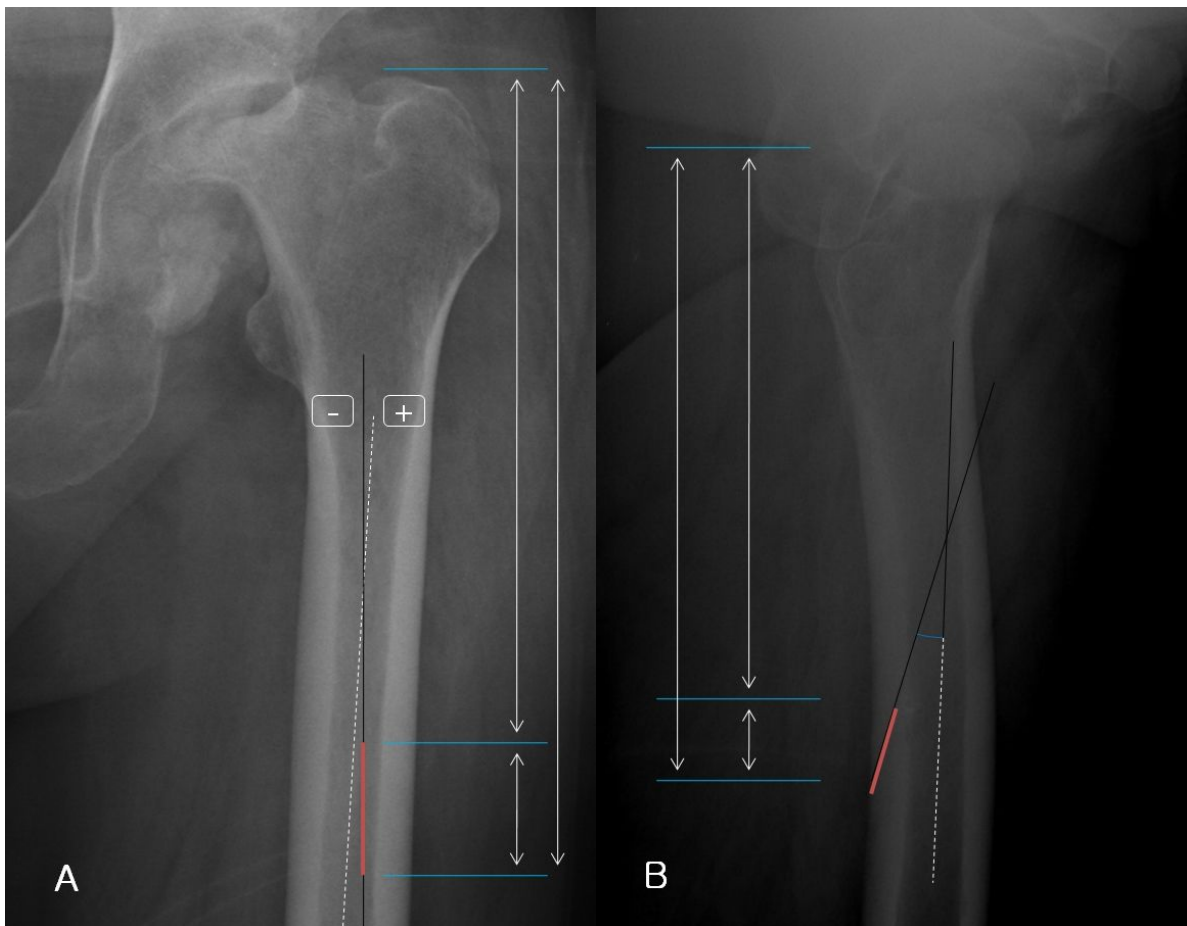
Radiographic measurement of the nutrient artery canal (red line). (A) Anteroposterior view. (B) Cross table lateral view. Anatomical axis (or central line) (dotted line).
